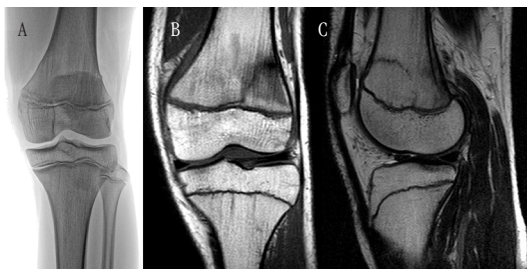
Radiografía anteroposterior de rodilla izquierda de un niño de 14 años, con una fractura de fémur distal Salter y Harris II, no evidente (A). Resonancia magnética en plano coronal secuencia T1 (B) y sagital secuencia T2 (C) confirman la lesión.
